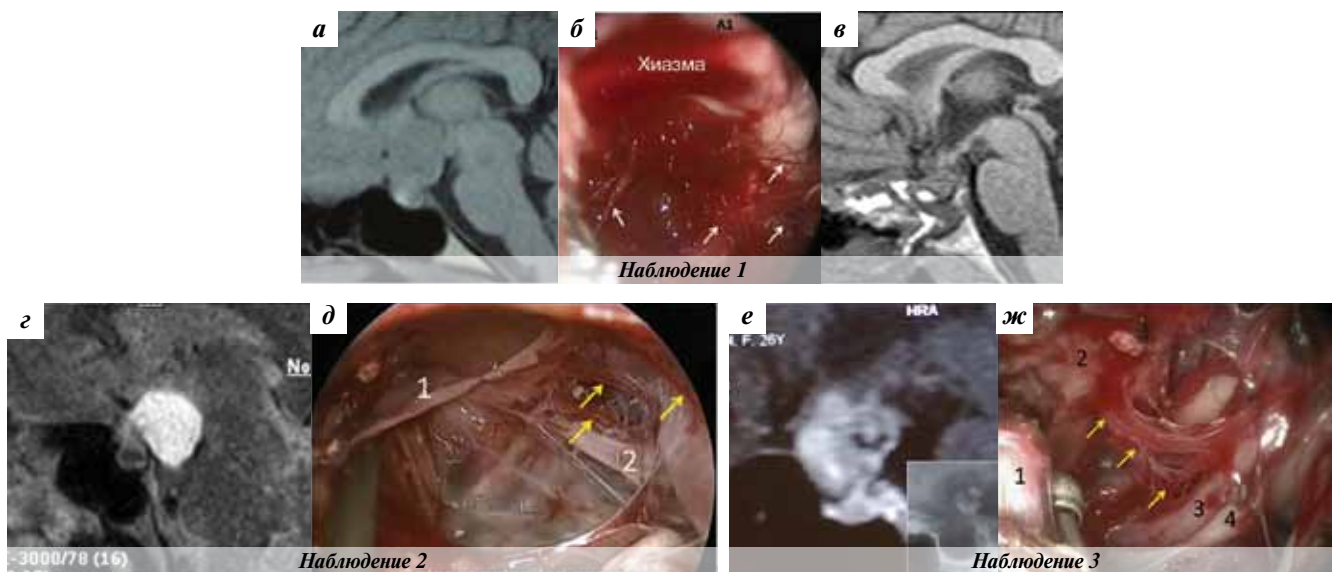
Возможности сохранения кровоснабжения диэнцефальной области при транссфеноидальном удалении краниофарингиом. Наблюдение 1: а – МРТ до операции; б – интраоперационное фото. Стрелками указаны сохраненные многочисленные артериальные сосуды, кровоснабжающие базальную поверхность хиазмы и диэнцефальную область; в – МРТ-контроль через 4 мес после удаления опухоли. Наблюдение 2: г – МРТ до операции; д – интраоперационное фото. Стрелками указаны сохраненные артериальные сосуды, кровоснабжающие базальную поверхность хиазмы и диэнцефальную область: 1 – отделяемая инструментом капсула опухоли; 2 – задняя соединительная артерия. Наблюдение 3: е – МРТ до операции. Участок неоднородности в задних отделах опухоли является некротизированным; ж – интраоперационное фото. Стрелками указаны: 1 – опухоль; 2 – сохраненные артериальные сосуды, кровоснабжающие диэнцефальную область; 3 – левая задняя соединительная артерия; 4 – левый глазодвигательный нерв
